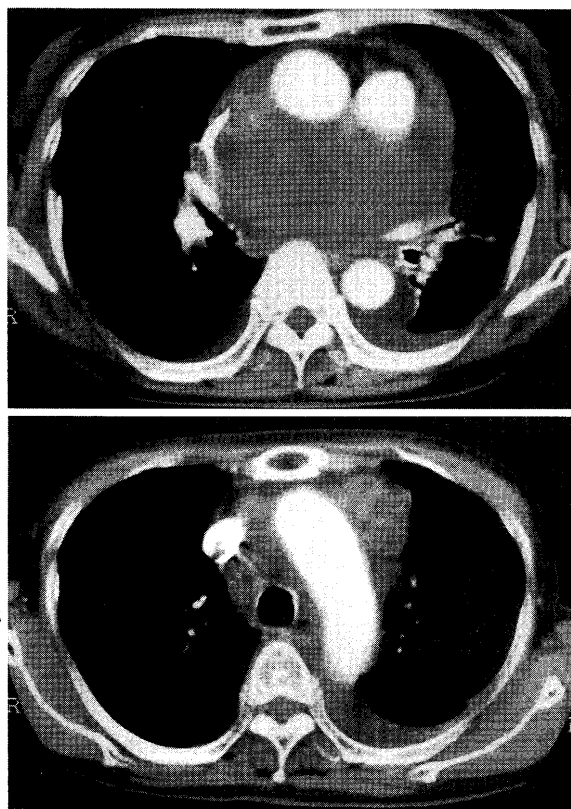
Enhanced chest CT scan on admission. (A) Heterogeneously enhanced large tumor on the base of the heart. (B) Some mediastinal lymph nodes had enlarged.
